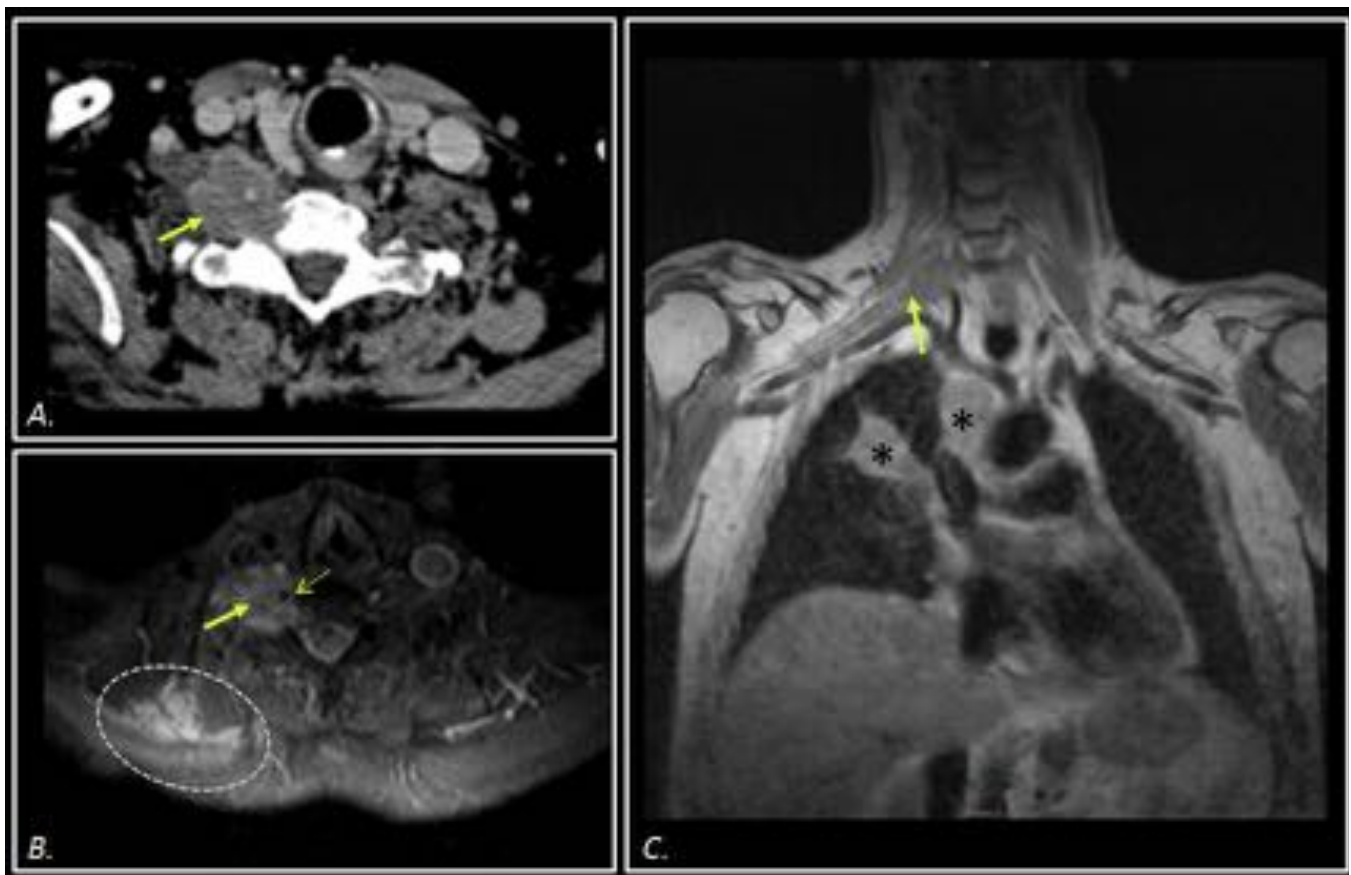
Hombre diagnosticado de neoplasia pulmonar. Estudio por plexopatía braquial derecha. A)TC, (B)RM-STIR axial y (C)RM- T1 coronal . A)Masa cervical paravertebral derecha que infiltra la musculatura escalena y agujero de conjunción (flecha continua). B)Arteria vertebral derecha englobada por la masa (flecha punteada), implante metastásico en músculo trapecio derecho (círculo). C)Infiltración de la raíz emergente, C7-C8 (flecha). Masa pulmonar derecha y adenopatía mediastínica (asteriscos).
